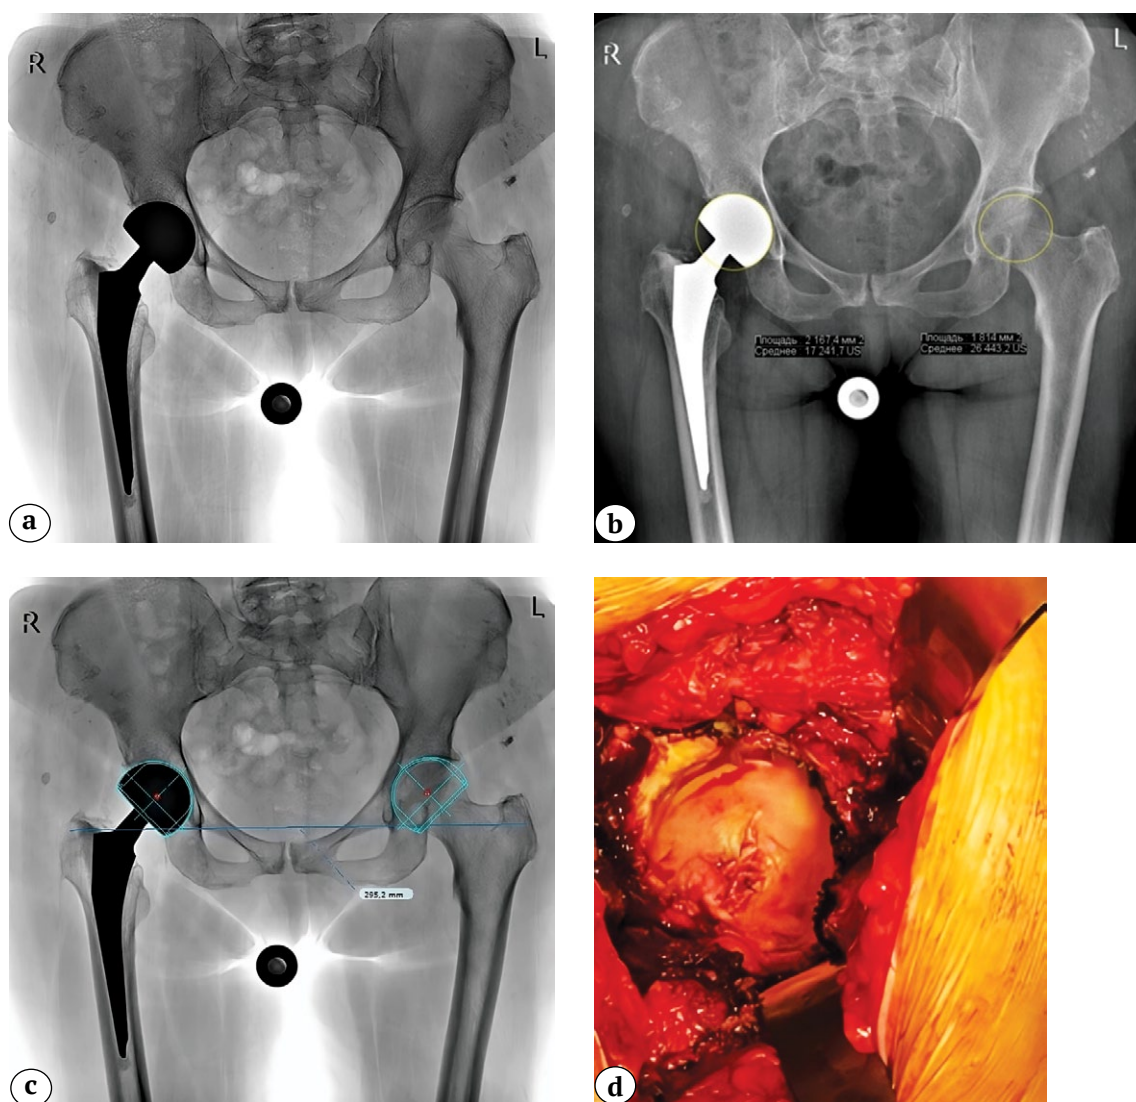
Клинико-рентгенологическая картина эрозии хрящевой ткани вертлужной впадины, развившейся у пациентки 77 лет через 2,5 года после первичной гемиаартропластики по поводу перелома шейки правой бедренной кости:
